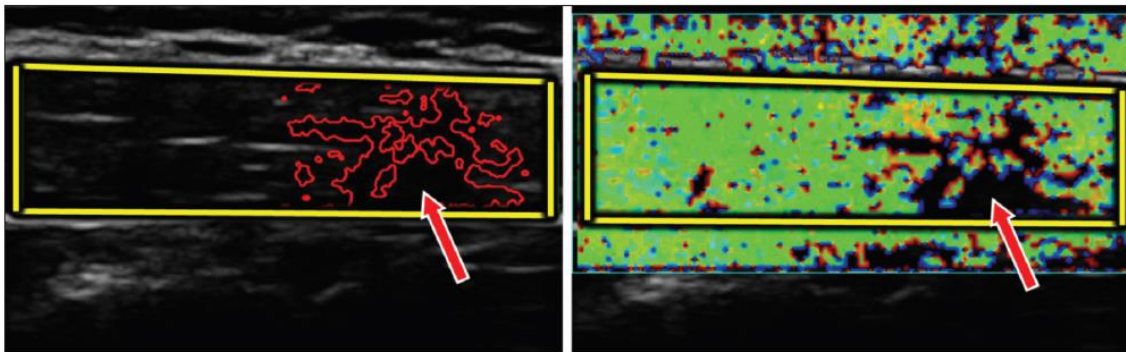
Ultrasound scan of a trigger point found in the levator muscle of the posterior shoulder/spine—a common loci for trigger points.
